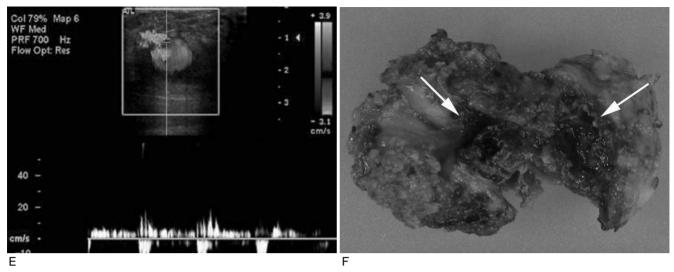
E. Spectral Doppler sonography also shows to-and-fro waveform within the neck portion of pseudoaneurysm.
